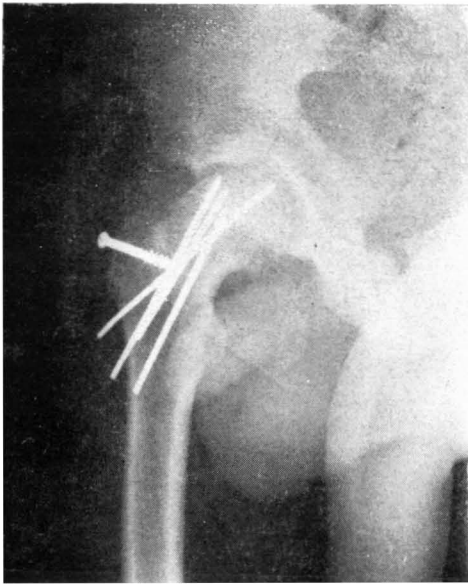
Radiografía anteroposterior de cadera derecha del mismo paciente a los dos años de la osteotomía de cuello mostrando franca recuperación de la interlínea. La corrección es buena y presenta únicamente una ligera limitación de la movilidad.
